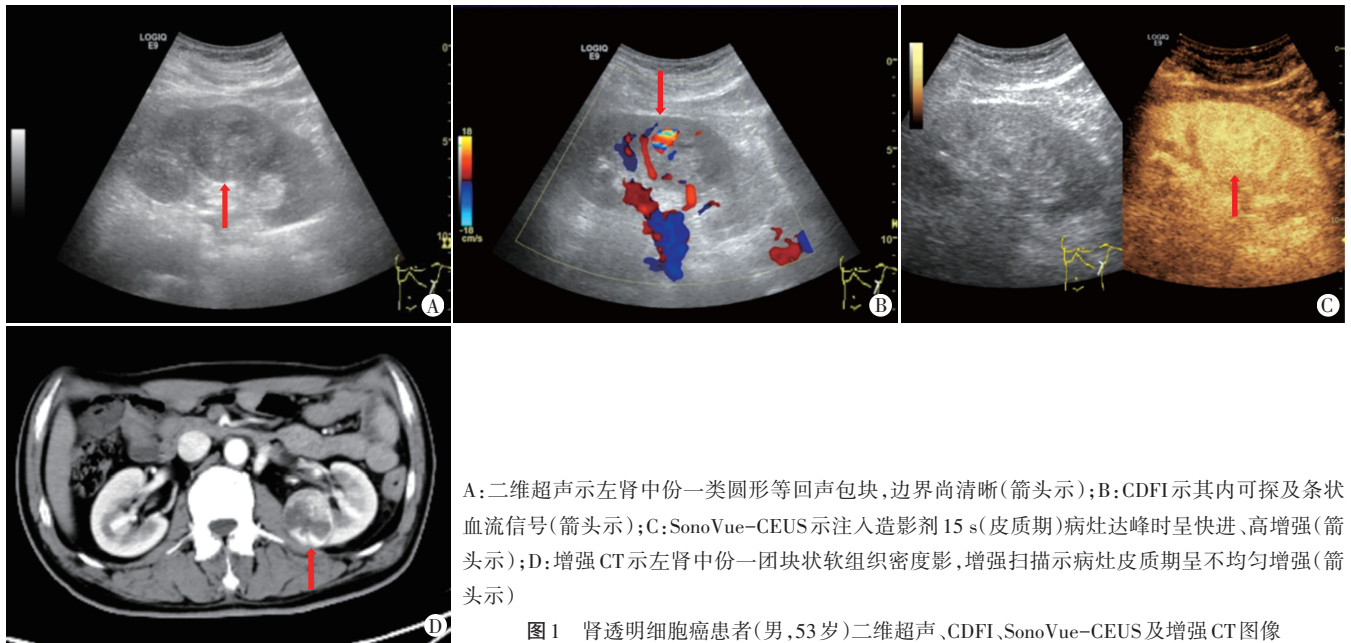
肾透明细胞癌患者(男, 53 岁)二维超声、CDFI、SonoVue-CEUS 及增强 CT 图像
